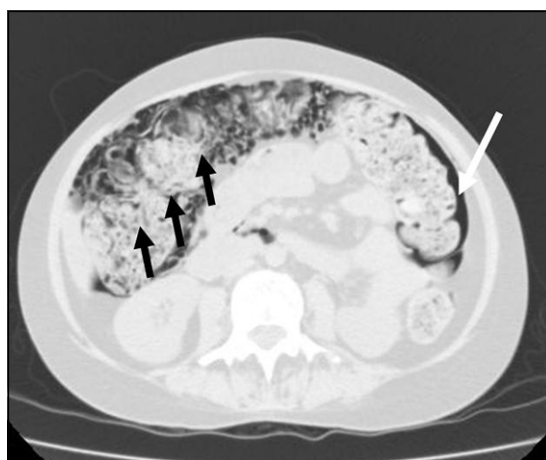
TC abdominal observando múltiples burbujas de aire en la pared del colon (flechas negras) y lámina de neumoperitoneo (flecha blanca).
